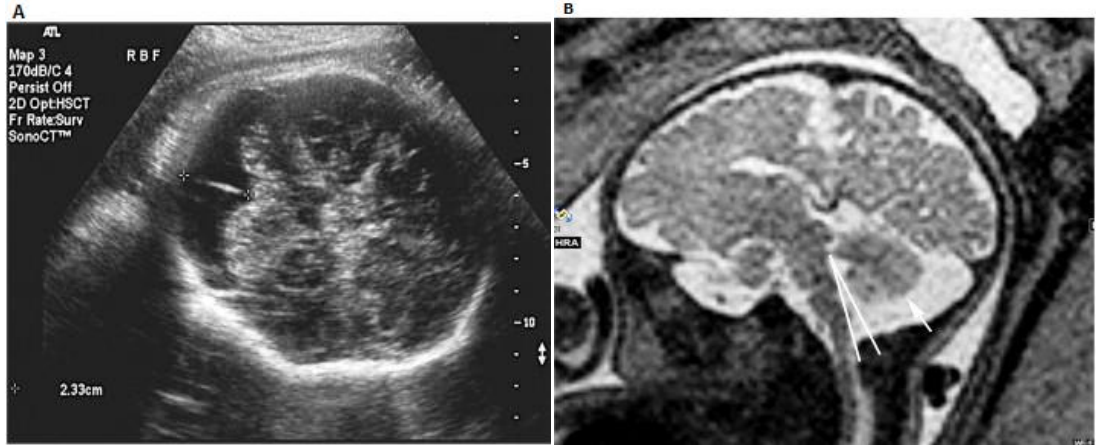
Vermis hipoplazisinin ultrasonografik ve MRG görünümüleri;
